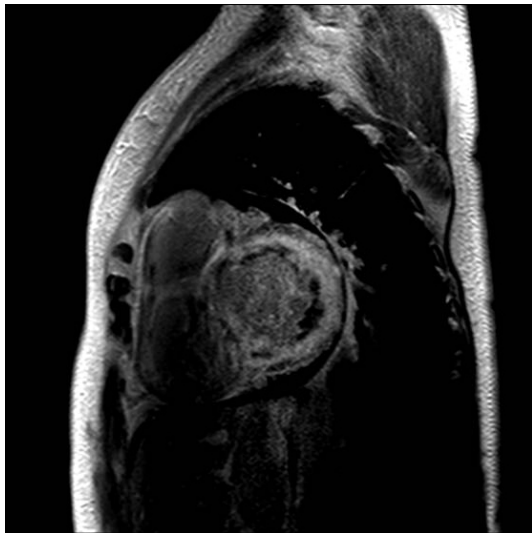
Cardiac MRI. On delayed enhanced image, abnormal global subendocardial enhancement is shown.
